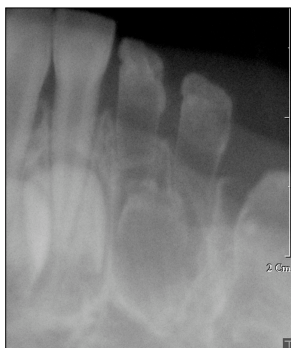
Periapical view.
